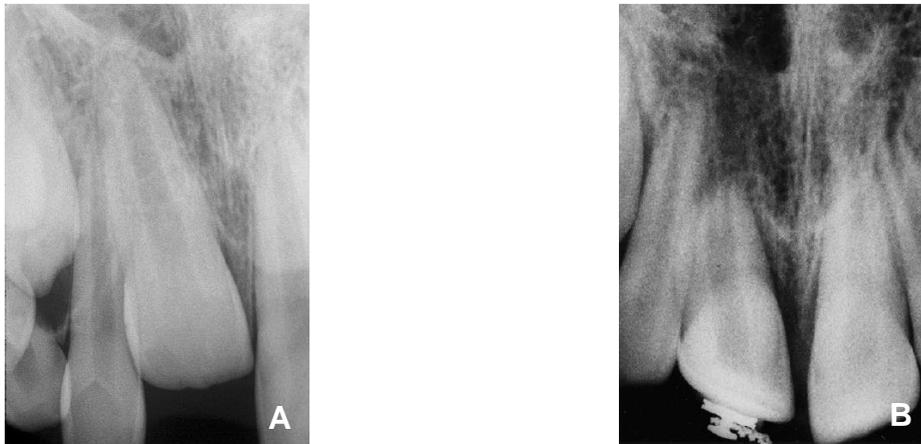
¹⁴: (A e B) Radiografias periapicais. Antes e após a cirurgia.
